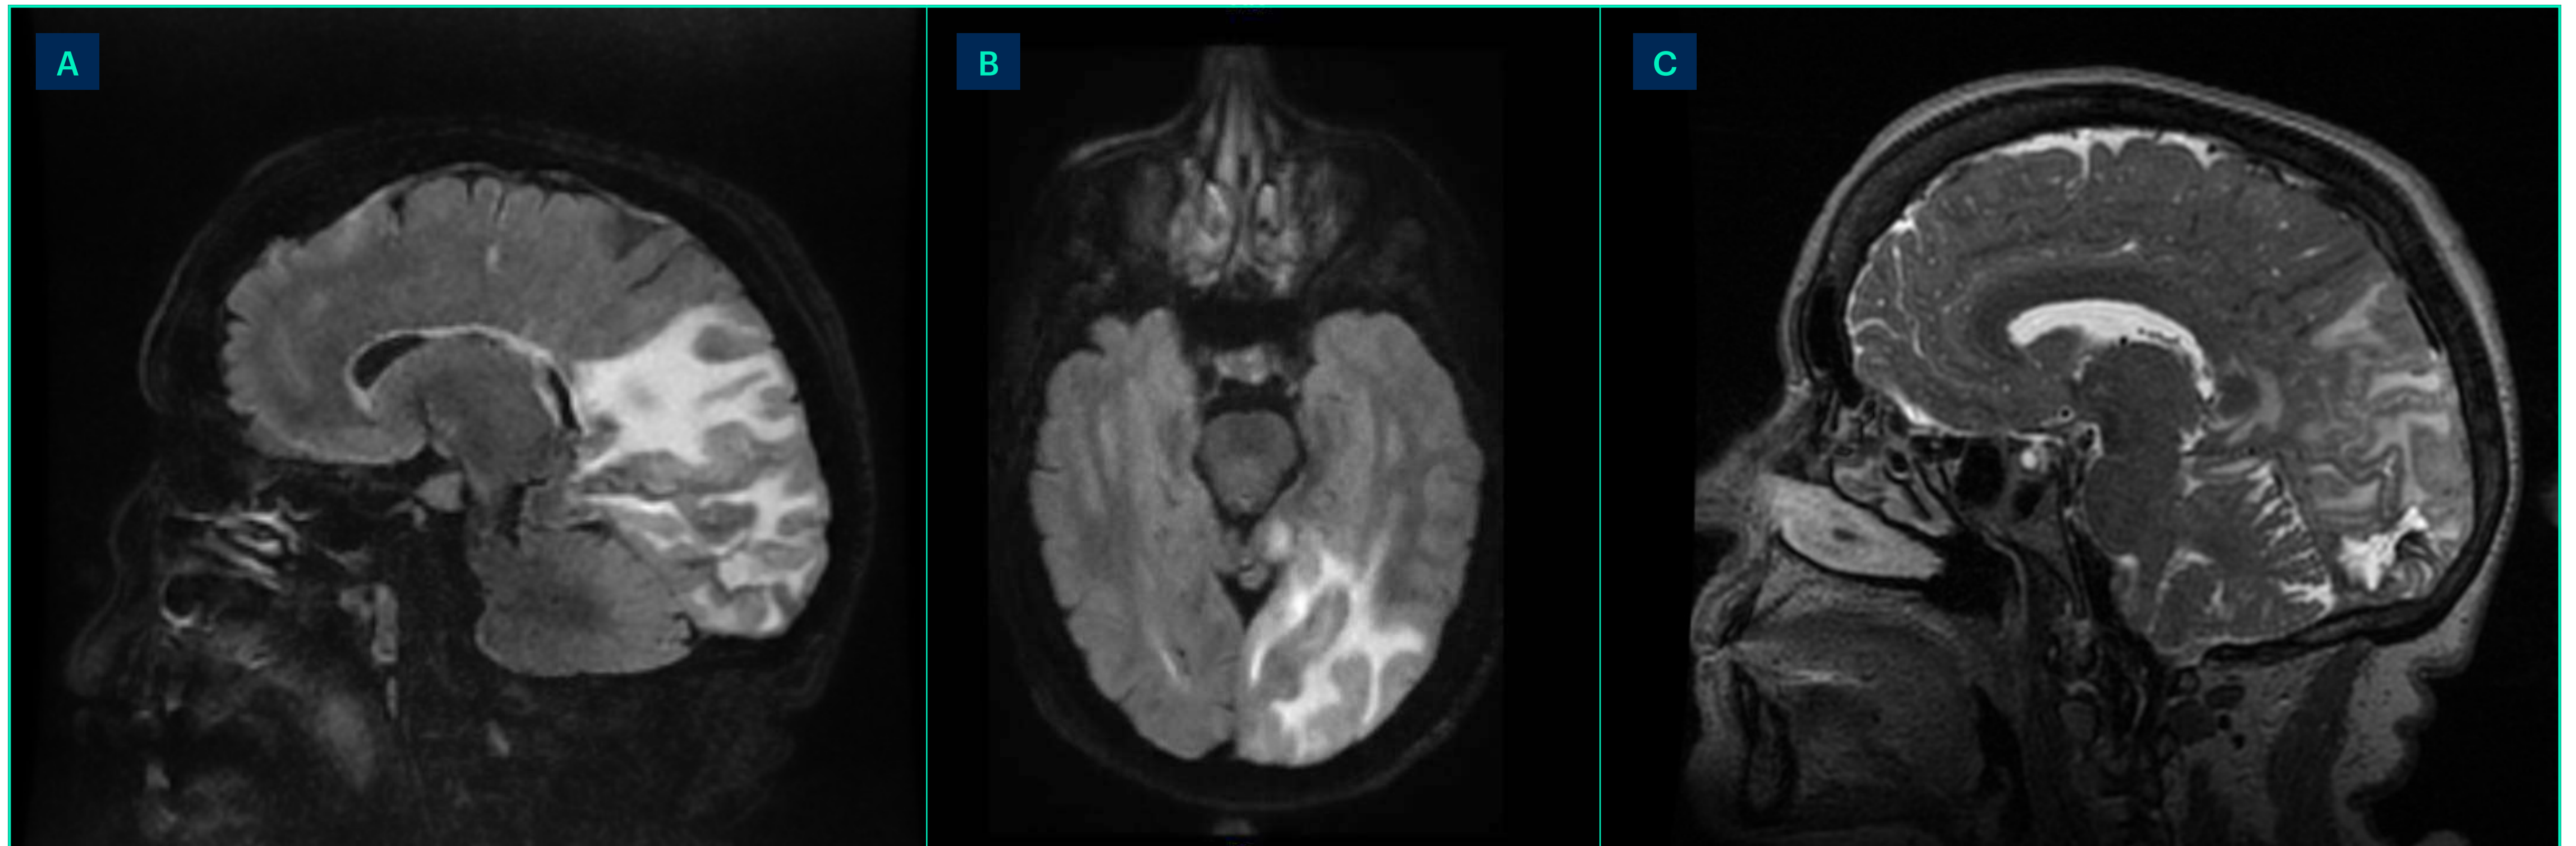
Resonancia magnética cerebral realizada en Urgencias que muestra lesiones hiperintensas en FLAIR sagital y axial (A-B) y T2 sagital (C), compatibles con edema, afectando a la sustancia blanca parietooccipitotemporal izquierda, que se extiende por el esplenio del cuerpo calloso, afectando también a la sustancia blanca occipital derecha. Hallazgos compatibles con angeítis cerebral asociada a amiloide (ABRA).
